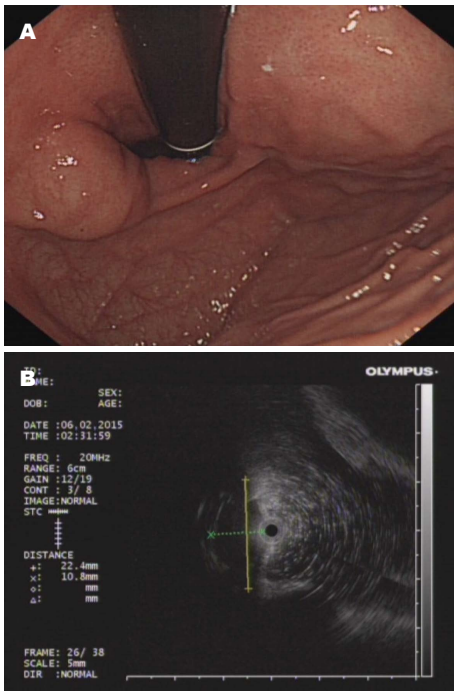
普通胃镜及超声胃镜所示. A: 普通胃镜: 胃底近贲门见一黏膜下隆起, 大小约1.0 cm × 1.5 cm, 表面光滑, 可见黏膜桥形成. 胃底黏膜下隆起(考虑胃底SMT); B: 超声胃镜: 胃底隆起处见一低回声团块, 最大切面大小约1.0 cm × 2.2 cm, 内部回声均匀, 边界清晰, 向腔内隆起为主, 病变起源于固有肌层.
